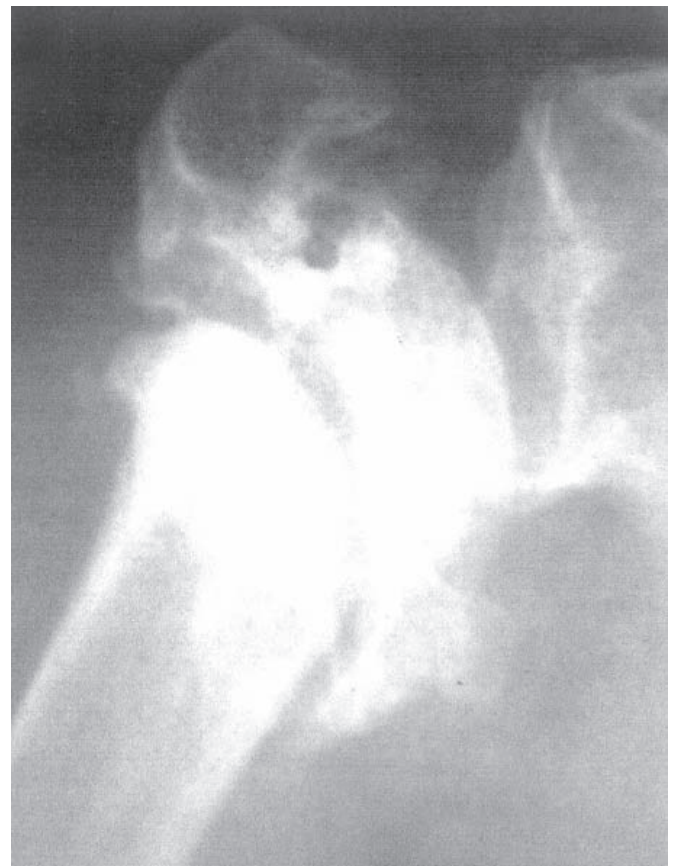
Avaliação por imagens pré-operatórias de um paciente com artrite reumatóide, ombro esquerdo: a) radiografia de frente, b) tomografia computadorizada mostrando grande perda óssea da cavidade glenóide e c) imagem de ressonância magnética mostrando lesão do manguito rotador e ascensão da cabeça do úmero.
